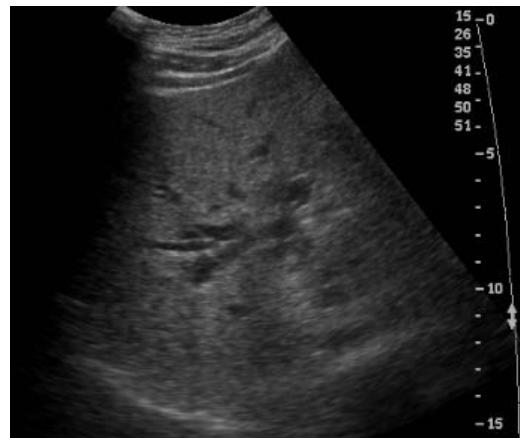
Abdominal ultrasonographic finding. It shows dilated intrahepatic duct and common bile duct without mass or stones.
